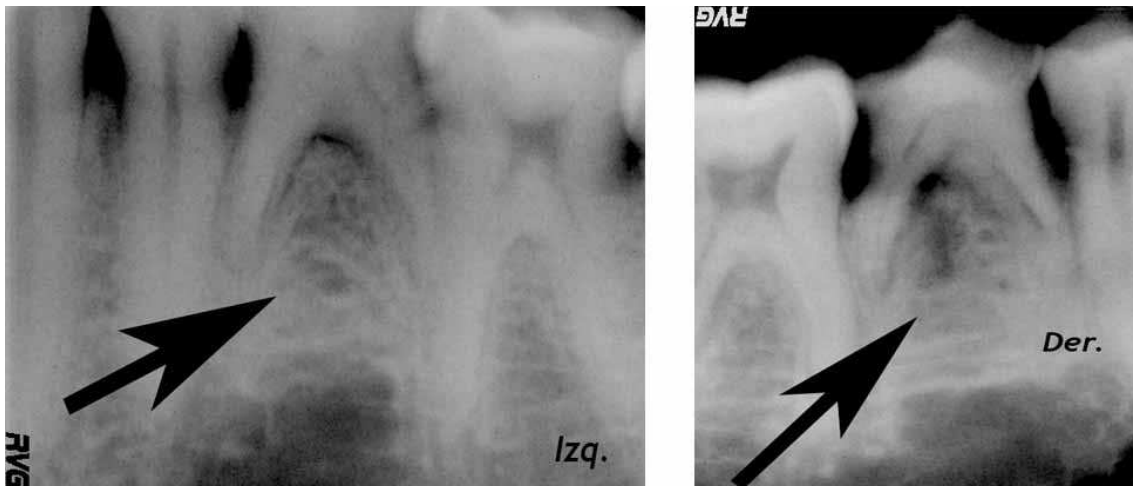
Radiografías digitales de los lados izquierdo y derecho de la inhumación CA4-12173. Las flechas negras indican el lugar donde deberían estar los premolares.
